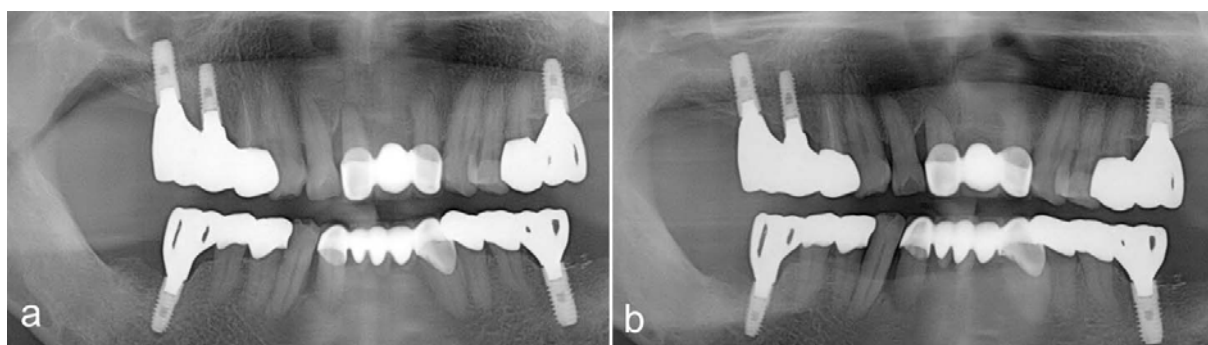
Panoramic radiographs (a) after 2 years of implant placement, (b) after 3 years of implant placement
